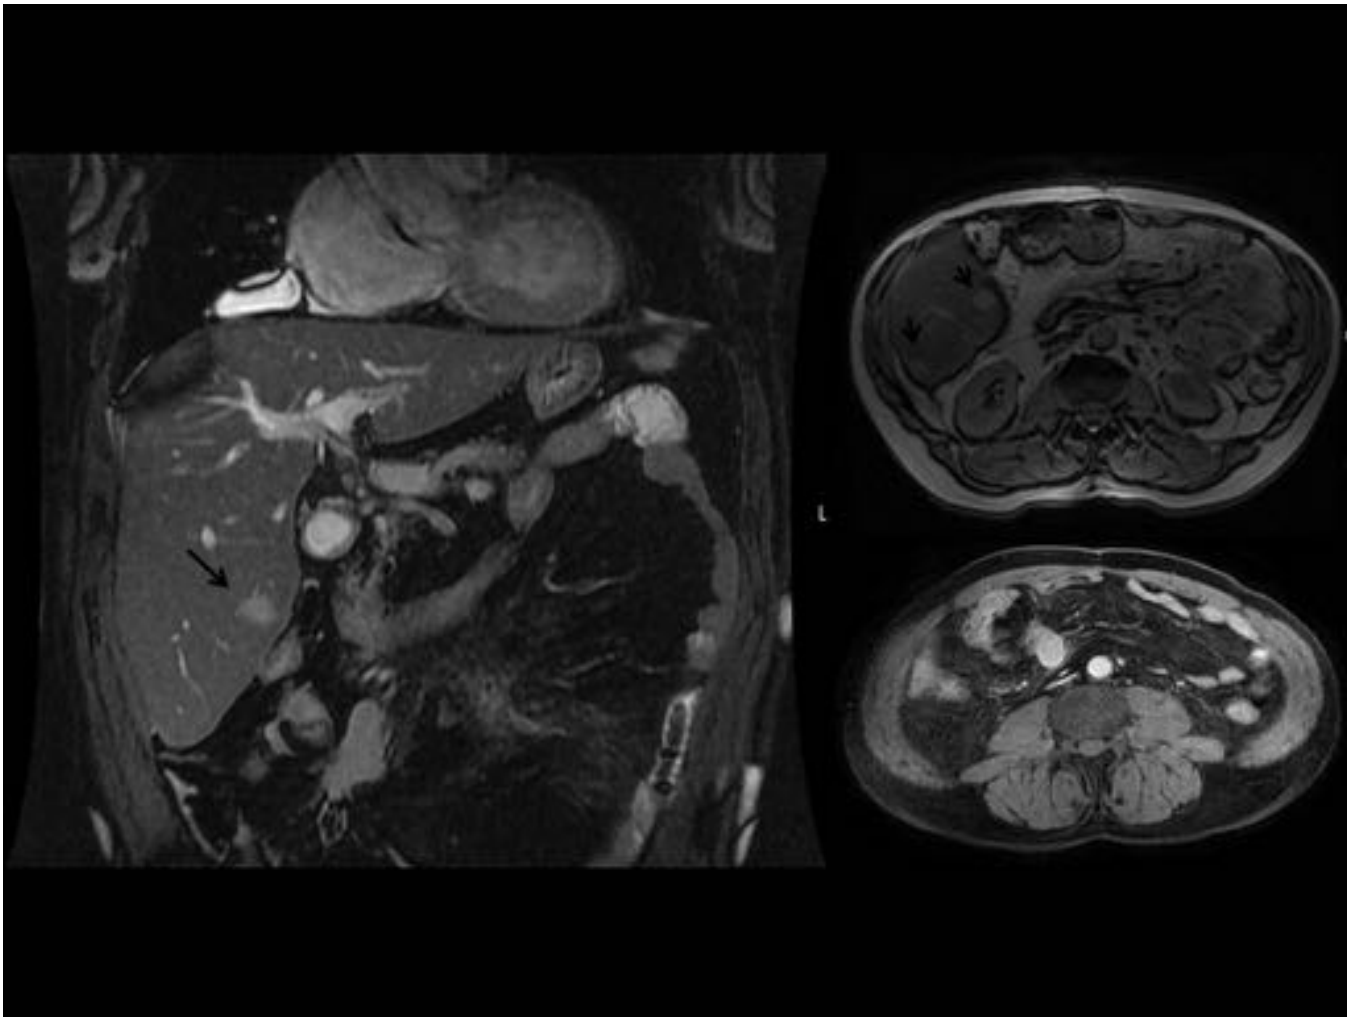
Mismo paciente de la Fig 16. La RM demuestra pequeñas lesiones focales hepáticas discretamente hiperintensas en secuencias T2 y con ávido realce tras la administración de gadolinio. Incidentalmente quiste pleuropericárdico adyacente a la aurícula derecha.
